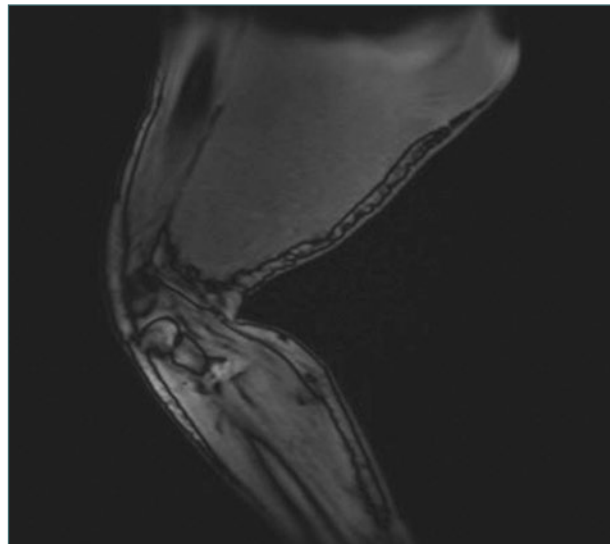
Imagen de resonancia magnética en la que se observa tumoración infraglútea.
